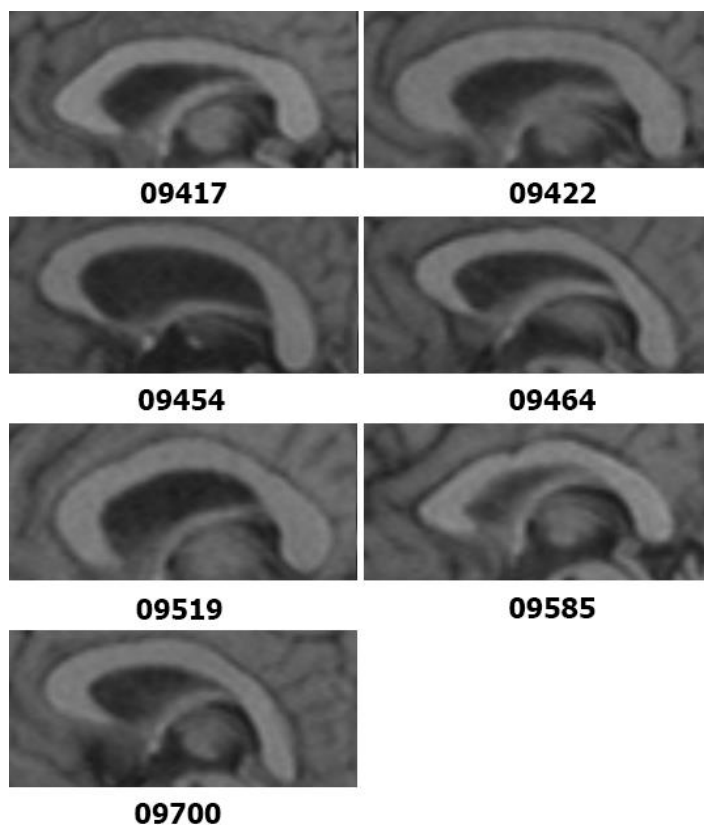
МРТ-зображення високоопуклих форм мозолистого тіла жінок у віці від 36 до 55 років.
